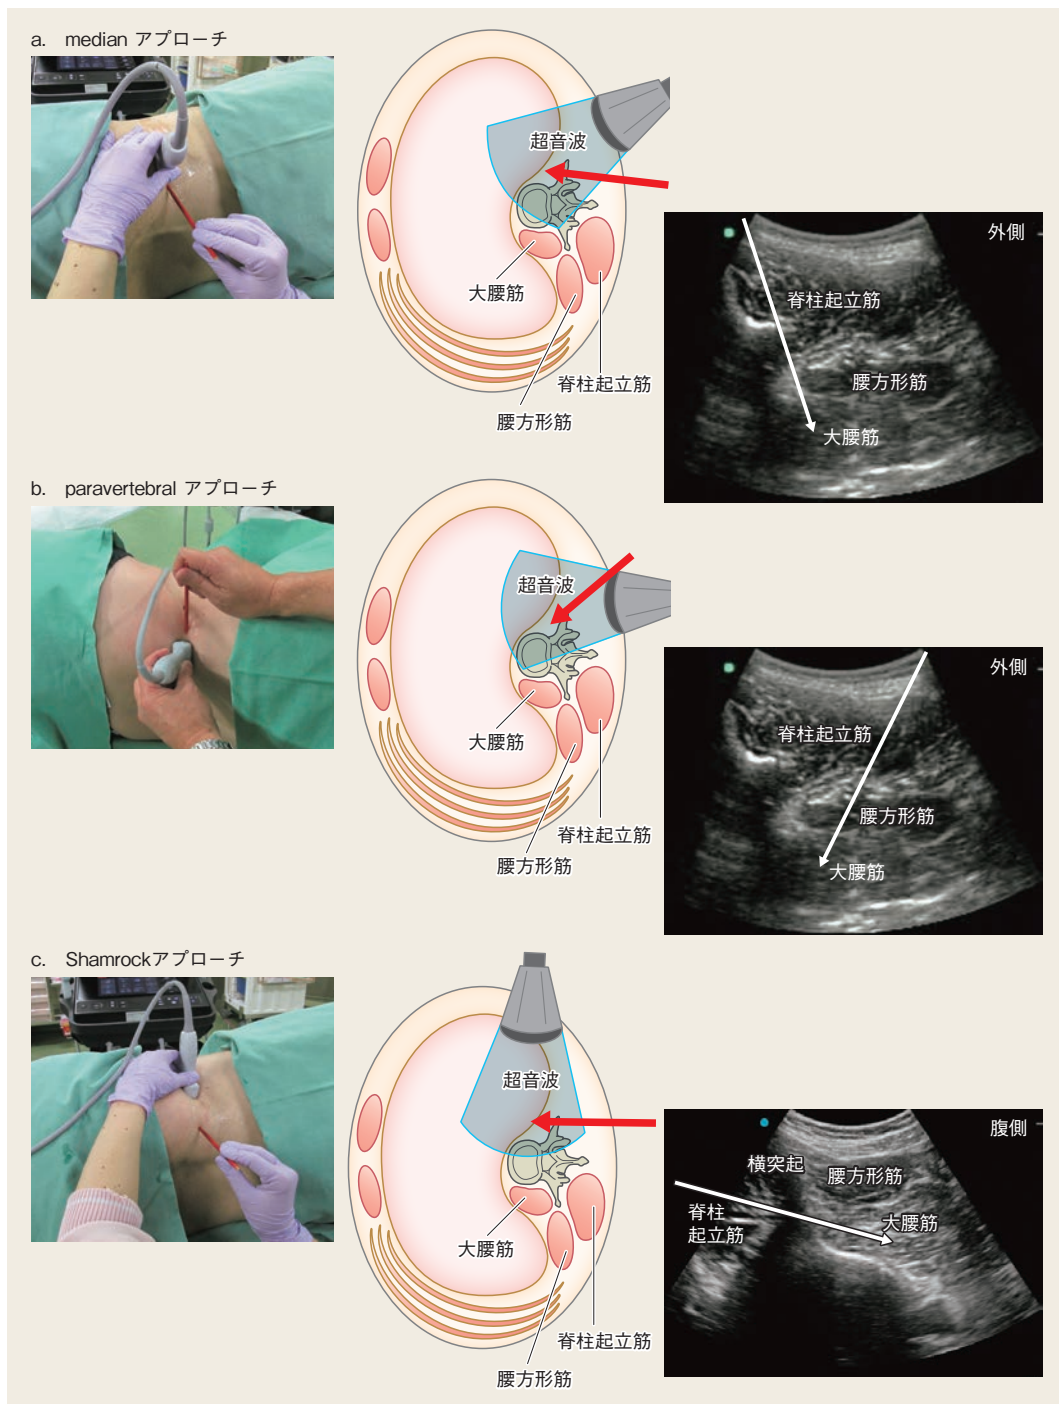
超音波ガイド下腰神経叢ブロックのアプローチ法
